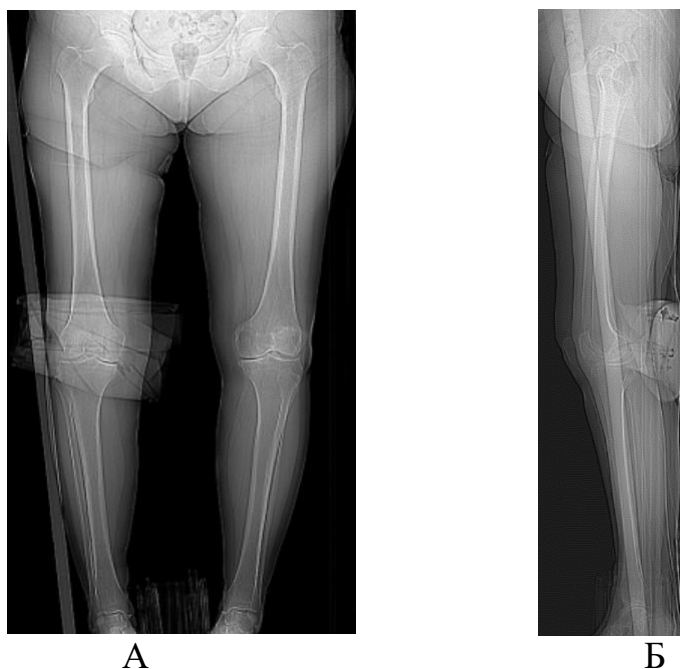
КТ - сканограмма нижней конечности. А - фронтальная проекция; Б - сагиттальная проекция
